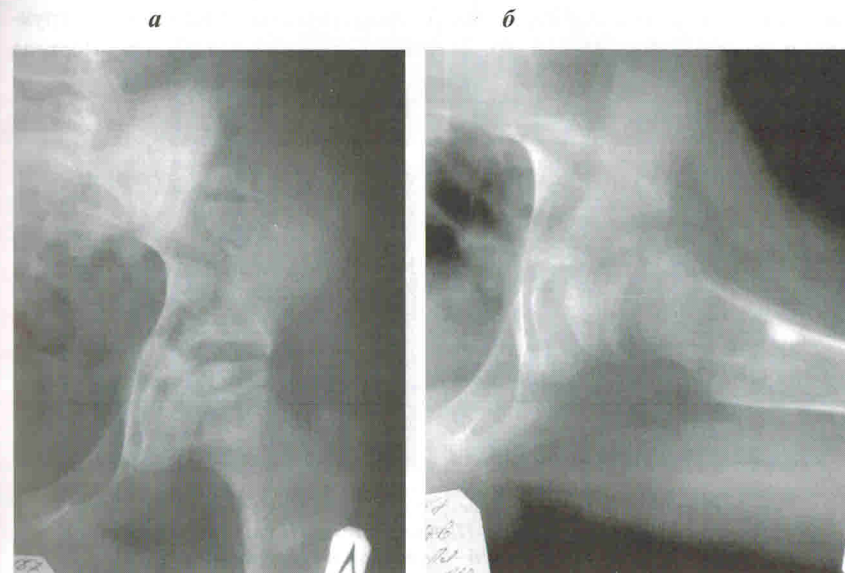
Рентгенограммы тазобедренных суставов больного А., 11 лет. Диагноз: болезнь Легга-Кальве-Пертеса справа, IV стадия заболевания (а – прямая проекция; б – проекция по Лауенштейну)
